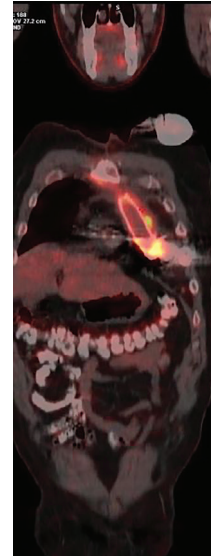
H.G. 49 yaşında erkek hasta. LVAD driveline girişinde ve çevresinde artmış F-18 FDG tutulumu mevcut
